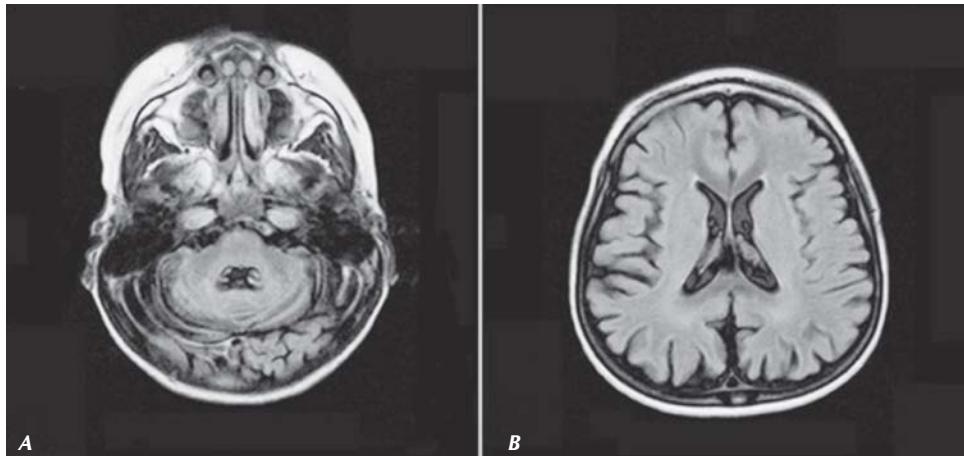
Imagen por resonancia magnética de cráneo. Corte axial en secuencia FLAIR que revela atrofia difusa córtico y subcortical, así como aumento del espacio subaracnoido y atrofia cerebelosa.
